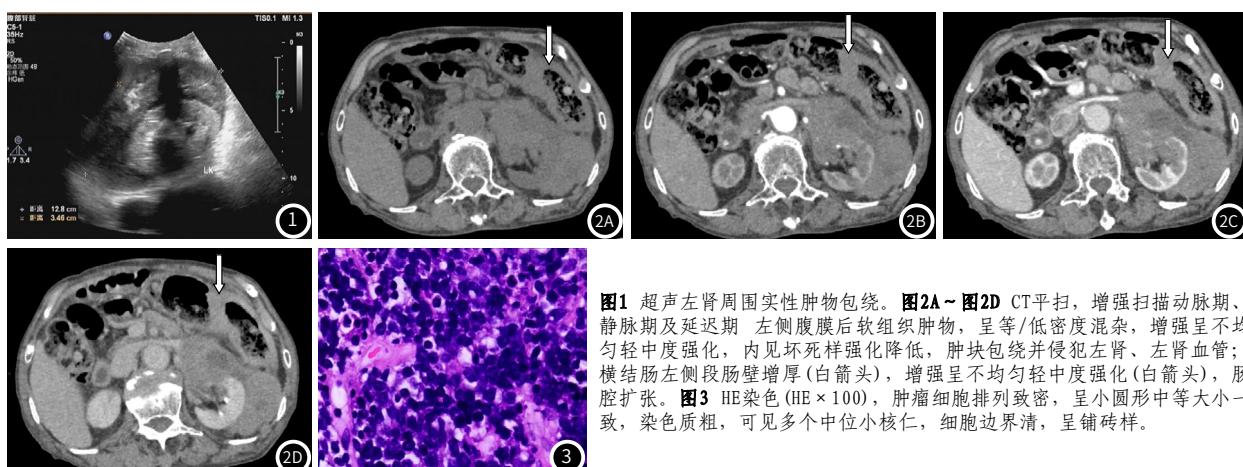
超声左肾周围实质性肿物包绕。图2A~图2D CT平扫，增强扫描动脉期、静脉期及延迟期 左侧腹膜后软组织肿物，呈等/低密度混杂，增强呈不均匀轻中度强化，内见坏死样强化降低，肿块包绕并侵犯左肾、左肾血管；横结肠左侧段肠壁增厚(白箭头)，增强呈不均匀轻中度强化(白箭头)，肠腔扩张。图3 HE染色(HE×100)，肿瘤细胞排列致密，呈小圆形中等大小一致，染色质粗，可见多个中位小核仁，细胞边界清，呈铺砖样。
